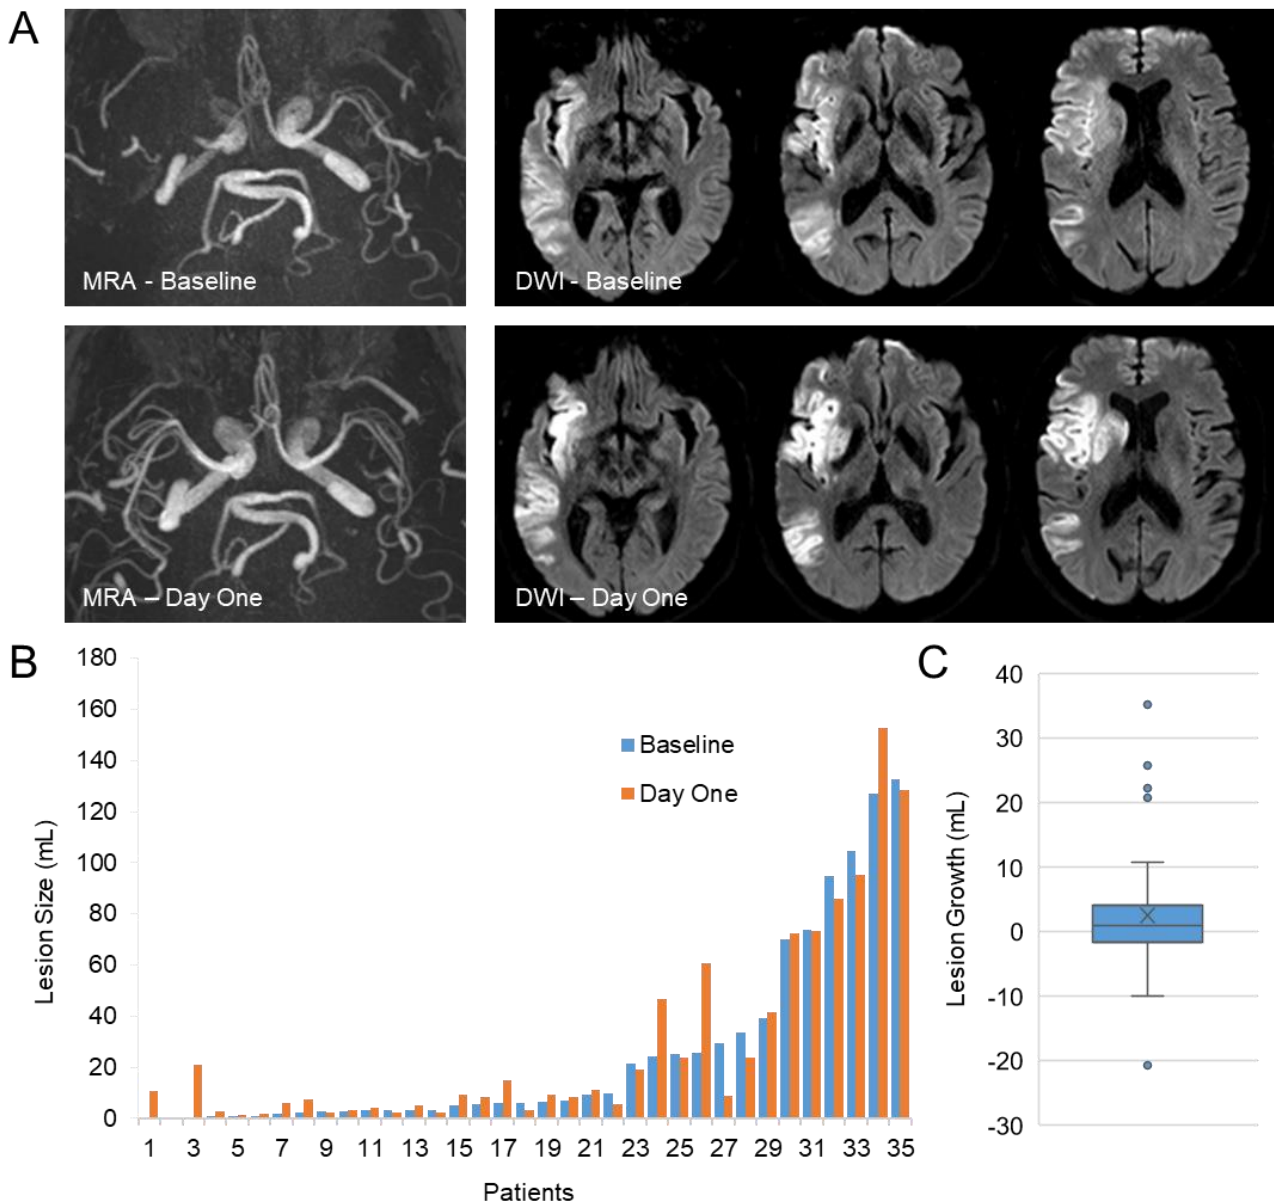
Lesion growth between baseline imaging and after one day of stroke evolution in patients achieving mTICI 3 reperfusion after mechanical thrombectomy. (A) Representative magnetic resonance angiography (MRA) and diffusion-weighted-imaging (DWI) in a patient before (baseline) and at day one after complete reperfusion. (B) Ischemic
